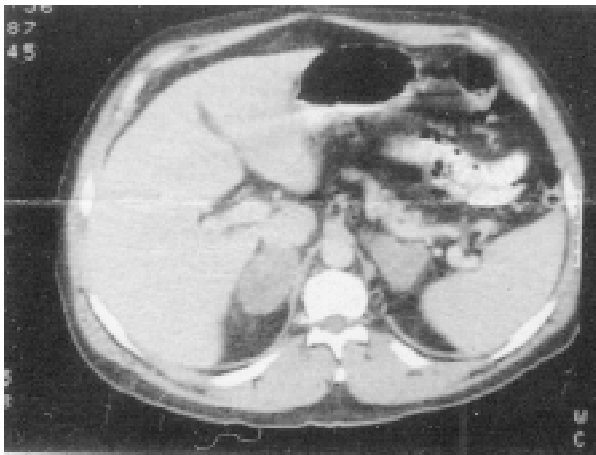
Tomografía del abdomen. Agrandamiento suprarrenal bilateral.
